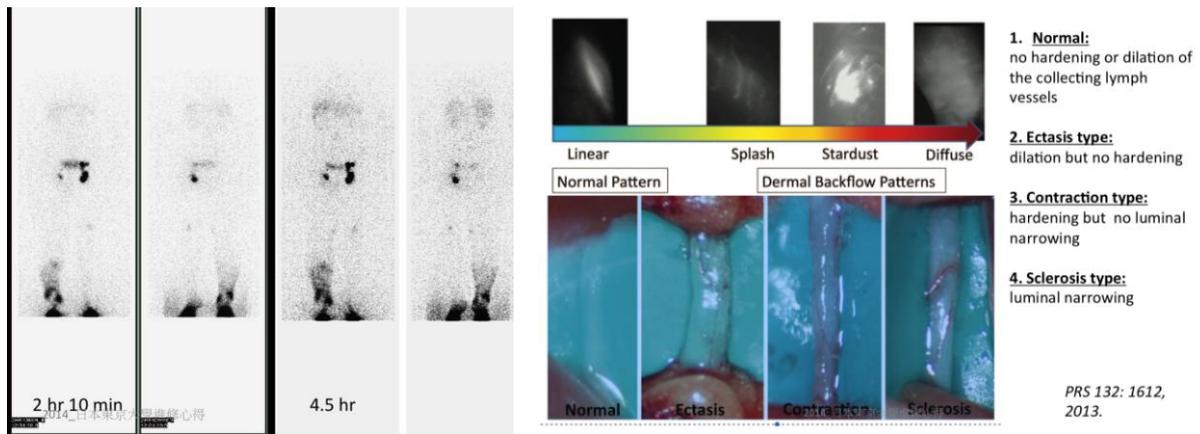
左.核醫淋巴造影 Tc99m Lymphoscintigraph
